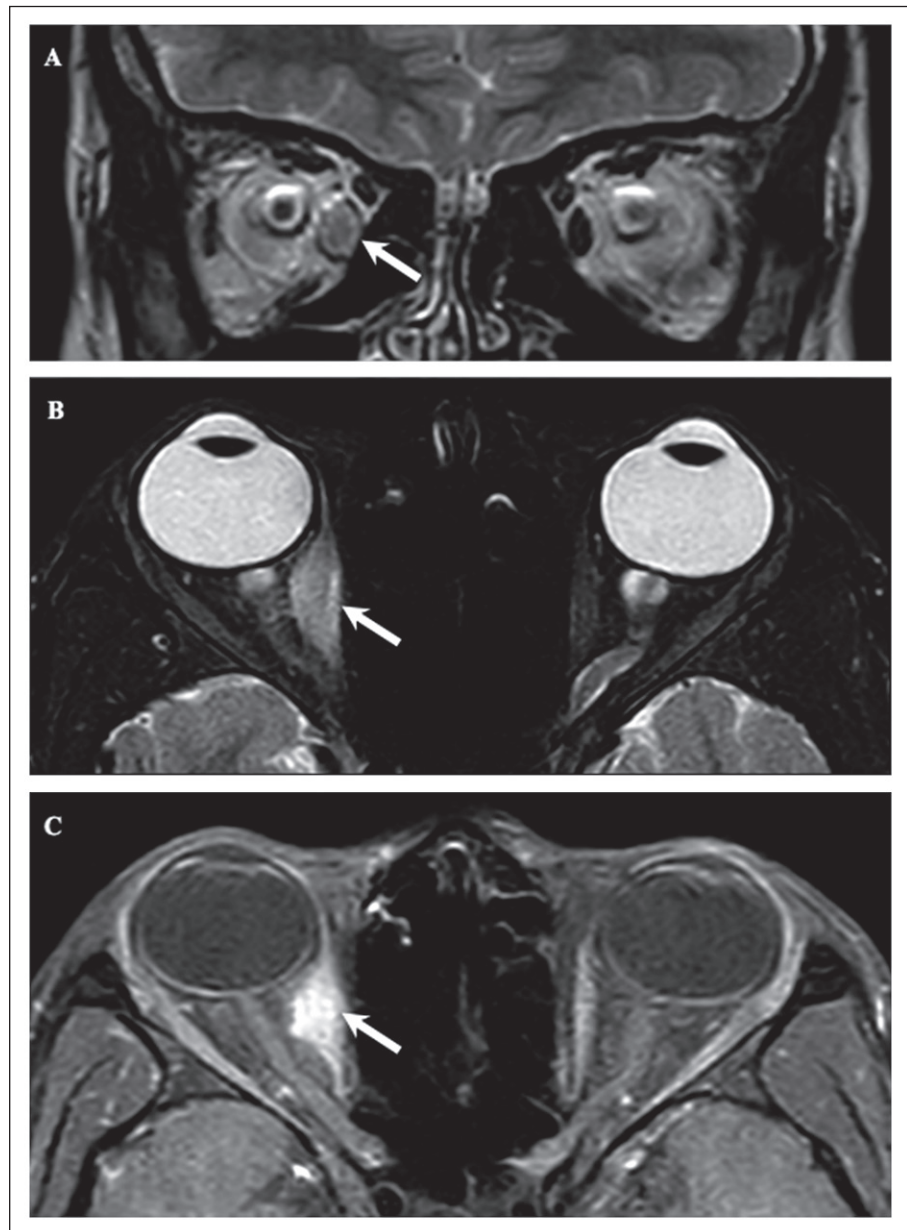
A. RM de órbitas. Señal T2-coronal: se observa incremento en la señal de T2 y engrosamiento del músculo recto interno derecho (flecha blanca). B. RM de órbitas. T2-axial con supresión grasa: se observa engrosamiento e hiperintensidad del músculo recto interno derecho con inserciones conservadas (flecha blanca). C. RM de órbitas. T1-axial contrastada con supresión grasa: se observa engrosamiento del recto interno, captación del medio de contraste a este nivel y estriación de la grasa intra y extra conal (flecha).
